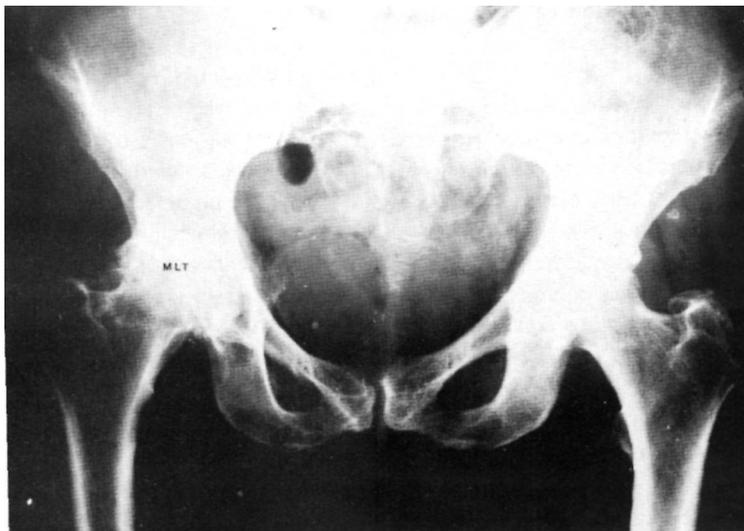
Radiografía de pelvis y ambas caderas con una coxartrosis de cadera derecha.
